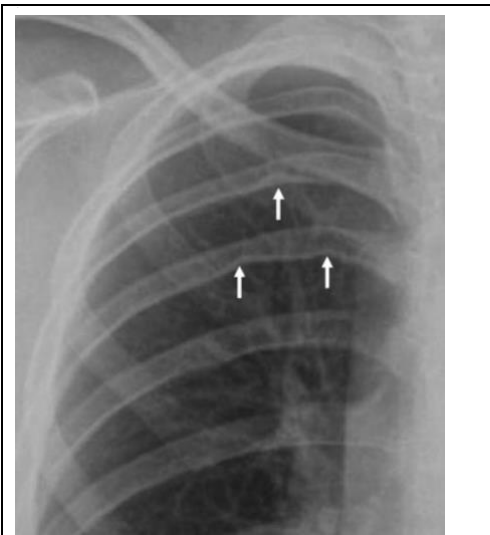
Radiografía de tórax anteroposterior. Las flechas blancas indican erosión de arcos costales.(16)
